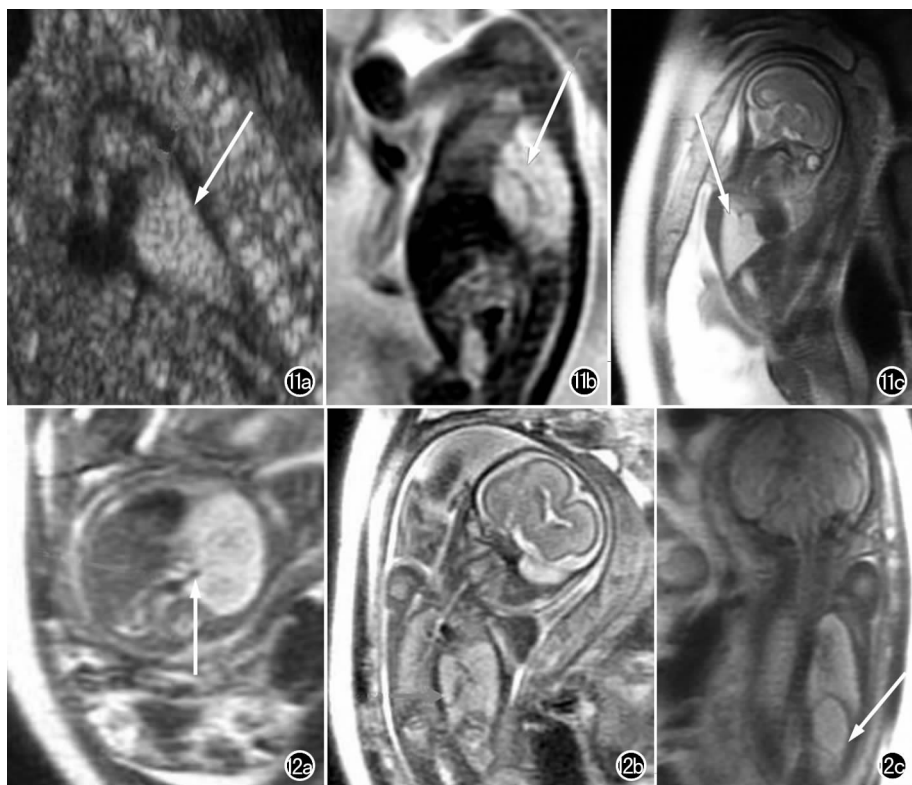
CCAM。a) II 型 CCAM 超声矢状面显示肺内的强回声肿块, 其内有无回声的囊腔 (箭); b) MRI 矢状面显示肺内长  $T_2$  信号肿块, 其中可见长  $T_2$  信号囊腔和短  $T_2$  囊壁 (箭); c) III 型 CCAM MRI 矢状面显示左肺内的长  $T_2$  信号肿块, 其内无明显囊腔信号 (箭)。图 12 隔离肺。a) 胸部 MRI 轴面 (箭); b) 冠状面; 显示左肺内的长  $T_2$  肿块, 可见起源于降主动脉的引流动脉; c) 显示位于膈下的隔离肺 (箭)。
